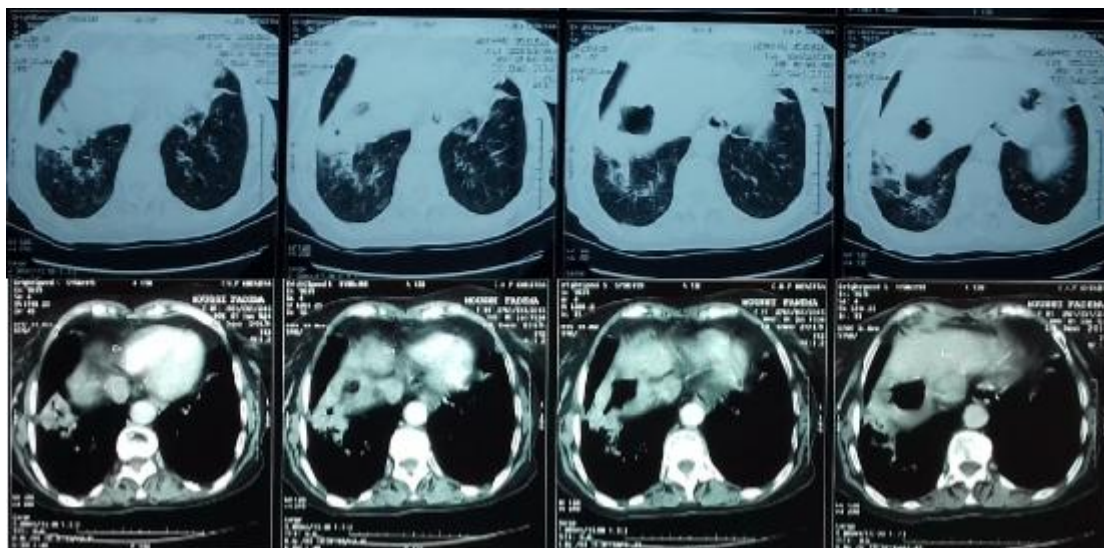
b : TDM-TAP montrant une lésion cavitaire du LID communiquant avec le dôme hépatique.
